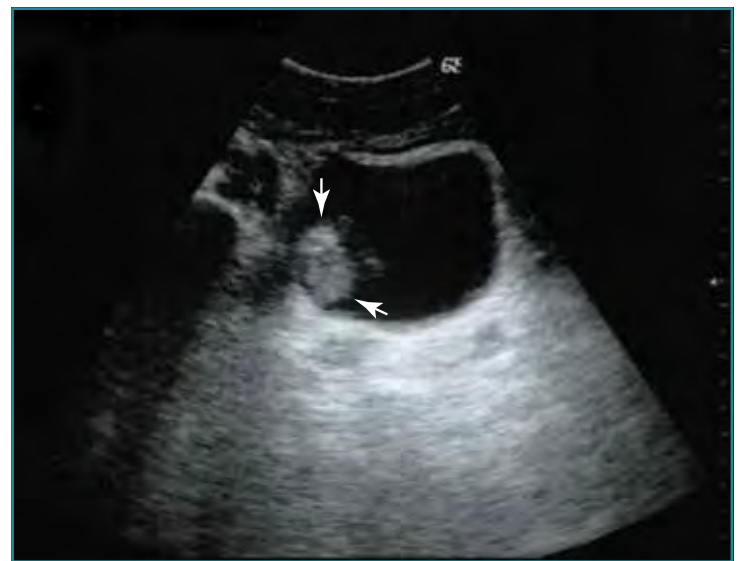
Ecografía. Tumor vesical con zonas calcificadas (flechas).
